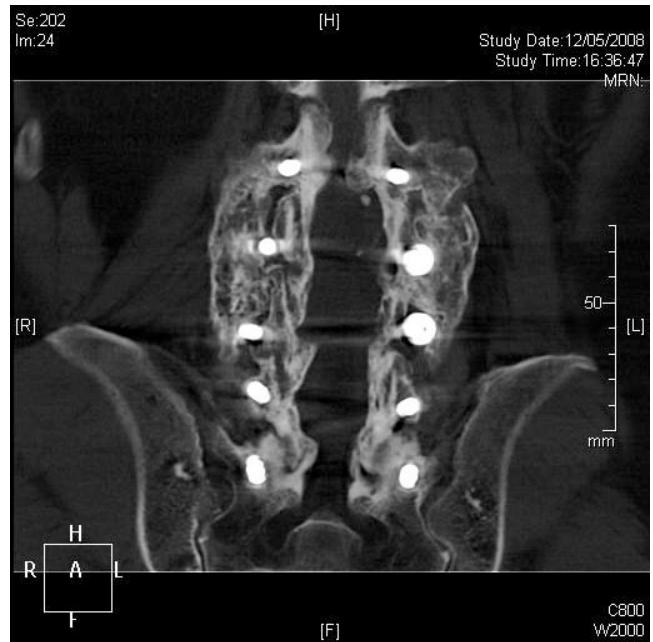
Tomografía computarizada coronal con fusión lumbosacra, pero no en algunos niveles lumbares. Estos tres cortes, en proyección sagital las dos primeras y coronal las siguientes, muestran la necesidad de estudiar todos los cortes para saber si hay fusión. En este caso la fusión es completa, pero no visible en una sola proyección, debido a la morfología irregular del callo.
